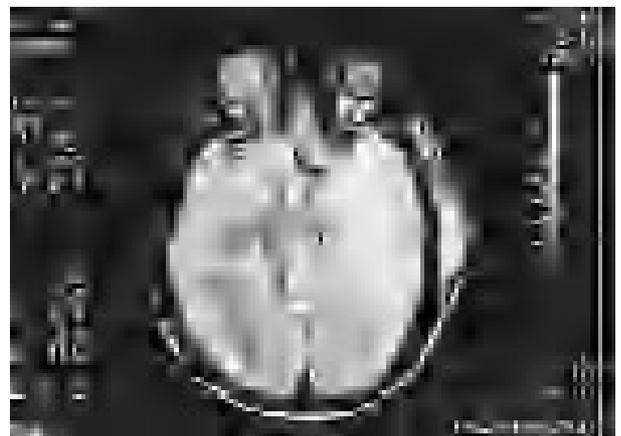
Corte axial de RM potenciado en T1 con administración de contraste endovenoso. Se objetiva área hipointensa en lóbulo temporal izquierdo con imagen central de captación en anillo correspondiente a absceso cerebral.
